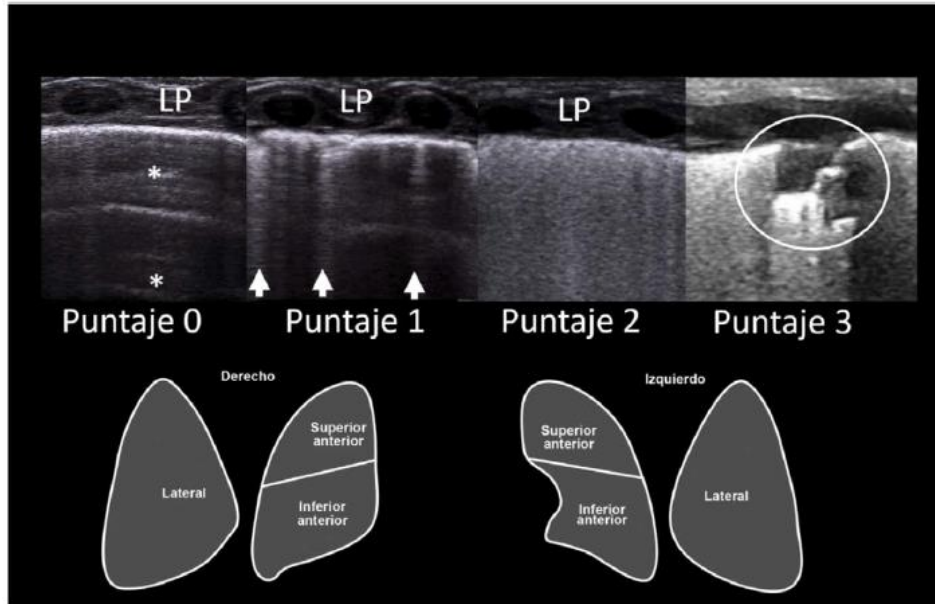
Escala semicuantitativa de Ultrasonido pulmonar
